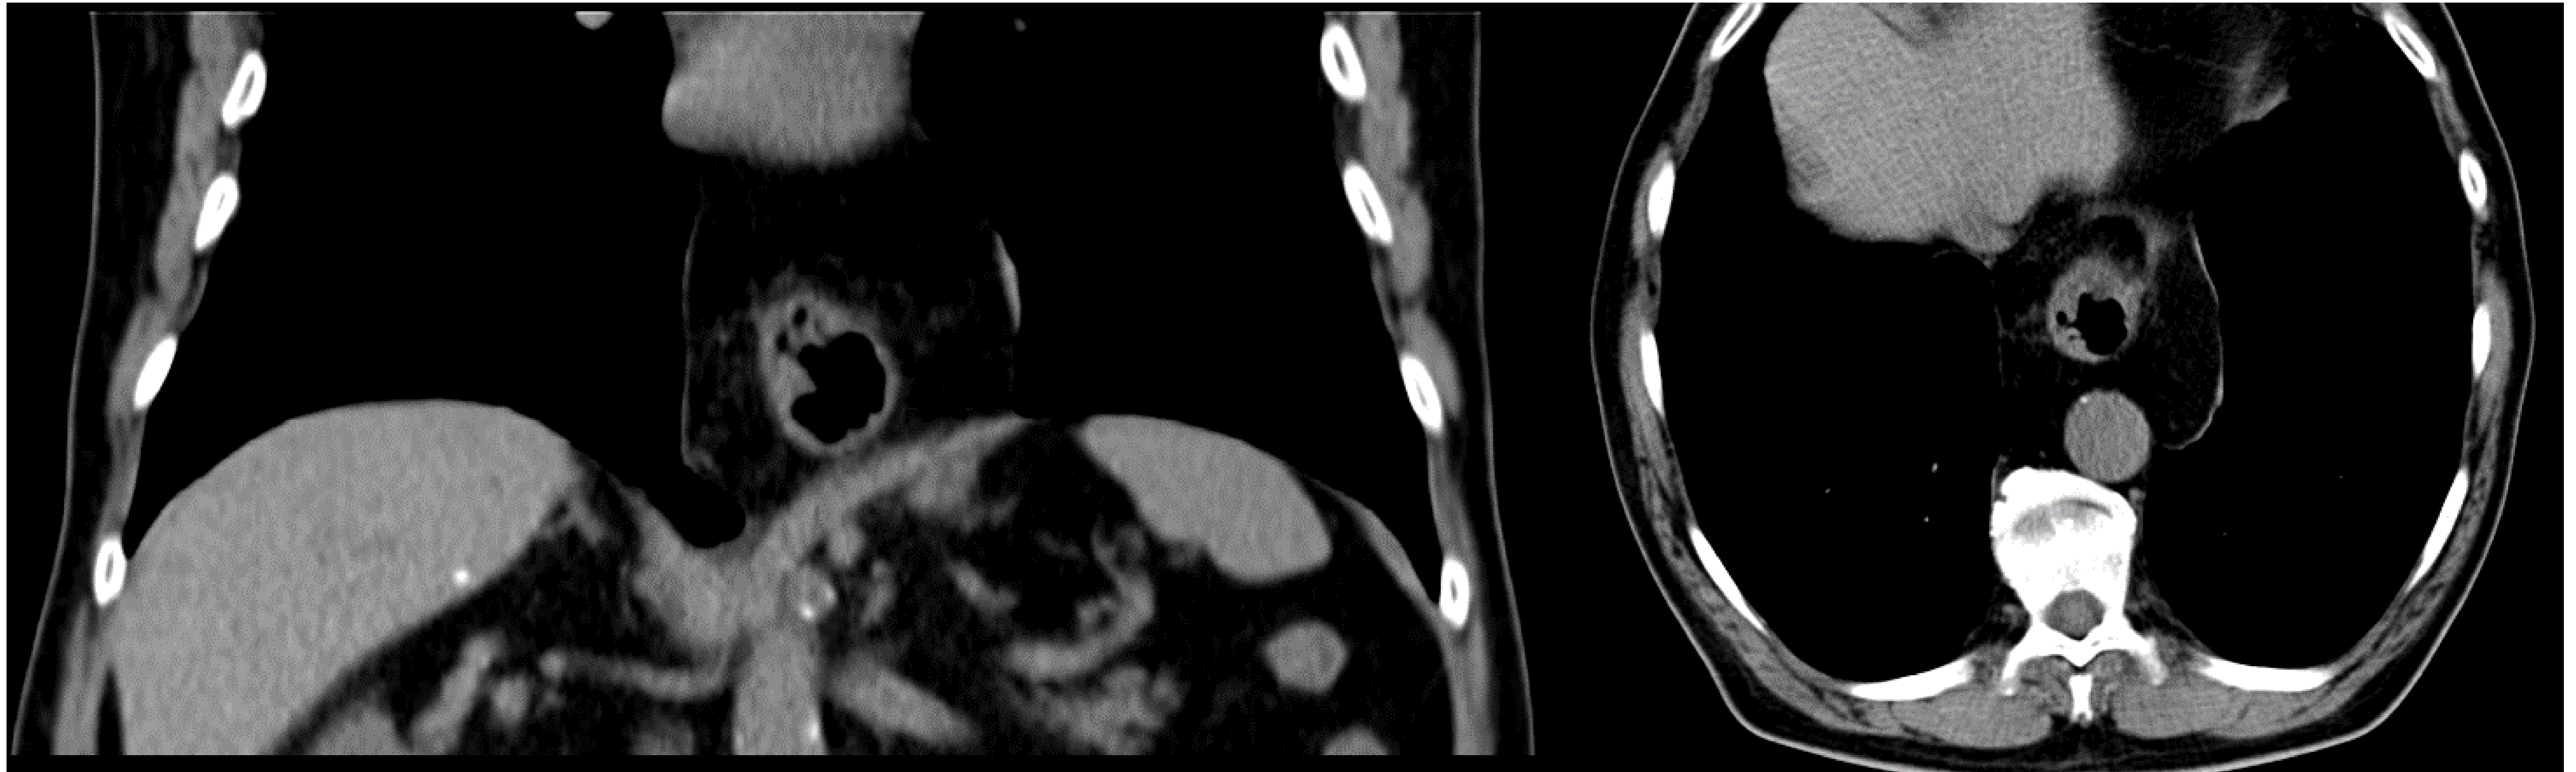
Imágenes de TC sin contraste del mismo paciente de la figura 4. Hernia de hiato que contiene el fundus y grasa abdominal.
